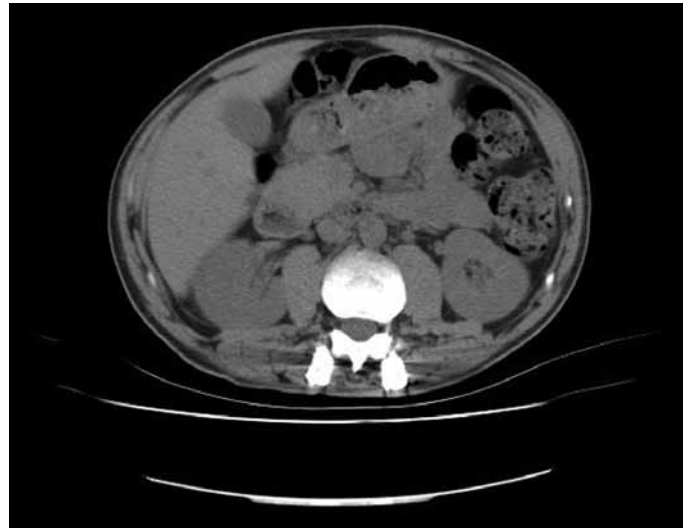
BT'de bilateral üreterohidronefroz, dev mesane taşı
